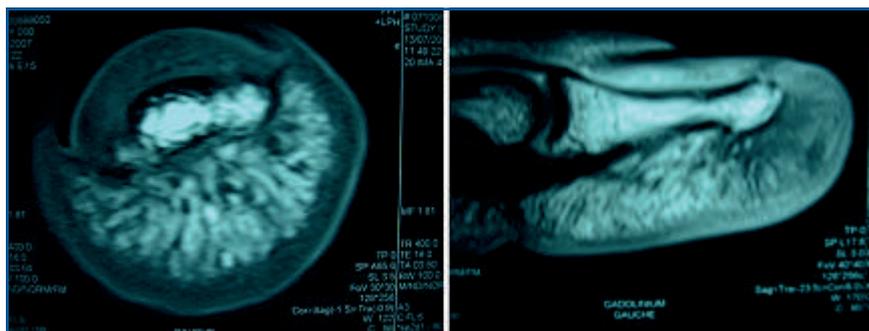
A. Vues IRM d'une pulpe des doigts. B. Notez les septa qui fixent la peau de la pulpe à la phalange, mais qui ne constituent pas des cloisons étanches pour autant.
